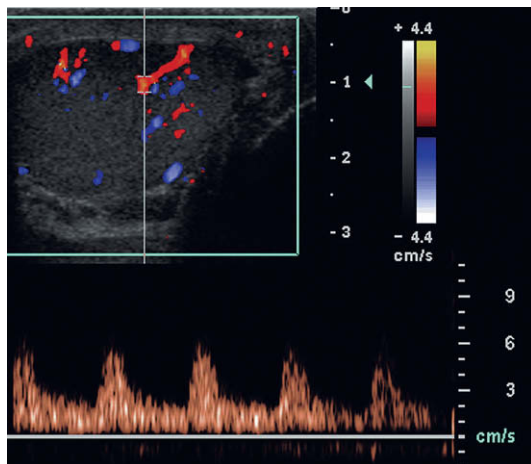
Onda de Doppler espectral de un testículo normal. El índice de resistencia es normal (70% aprox.).
